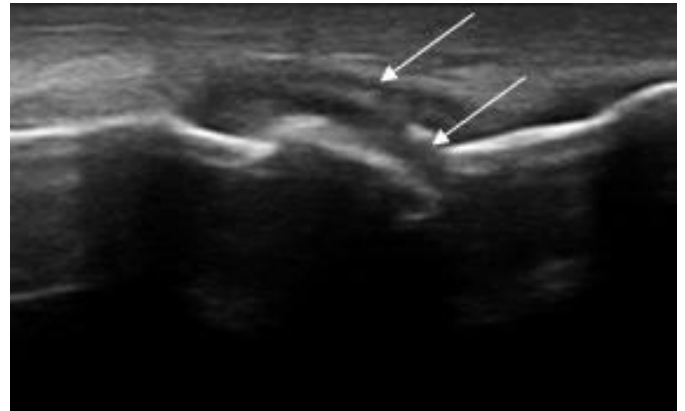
Image échographique d'agrégats (flèches) sur une coupe longitudinale d'une métatarsophalangienne.
